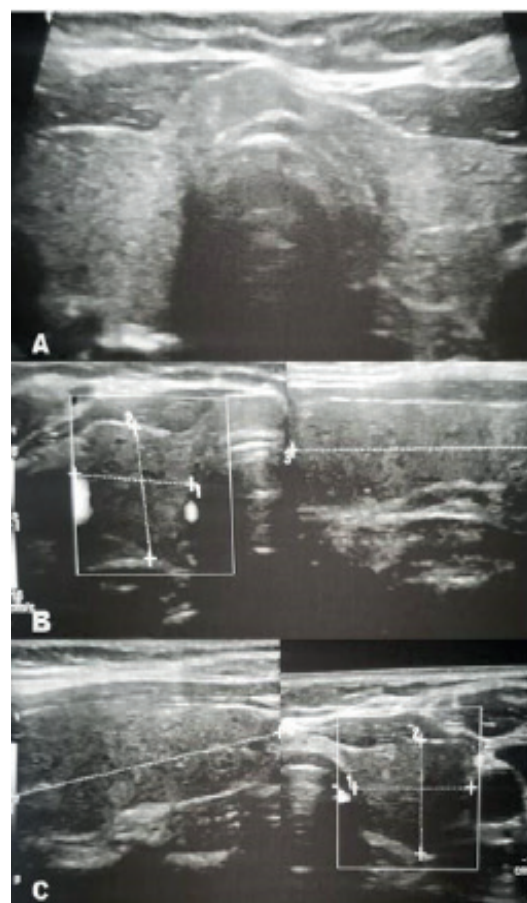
Ultrasonido de cuello. A. Glándula tiroidea de bordes regulares heterogeneidad con patrón micronodular, aumento de tamaño con volumen global 9.4 cm³, se descarta la presencia de nódulos y masas, B. Lóbulo tiroideo derecho con medición 1.5x1.5x3.7 cm con volumen de 4.5 ml, C. Lóbulo tiroideo izquierdo que mide 1.6x1.4x3.8 cm con volumen de 4.9 ml. Derechos de imagen, autoría propia.
